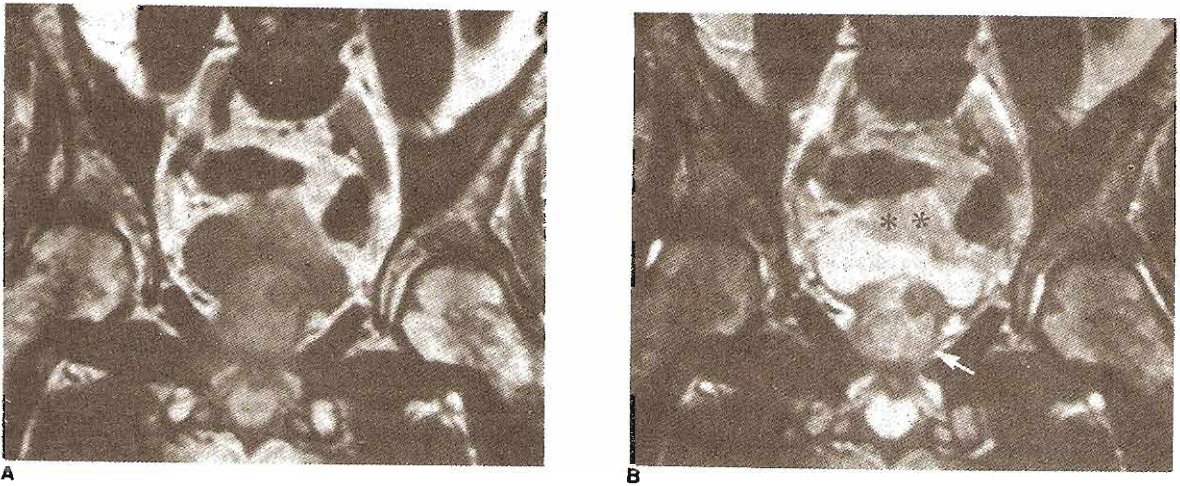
Una IRM de carcinoma vesical invasivo A: Imagen T1 intensa; B: Imagen T2 intensa. La invasión de la pared vesical se valora mejor en imágenes T2 intensas debido al mayor contraste entre tumor (asterisco) y el músculo constrictor además de la capacidad para detectar interrupciones de la línea delgada de alta intensidad que corresponde a la pared vesical normal. La apariencia heterogénea de la próstata (flecha) en la imagen T2 intensa se debe a hipertrofia prostática benigna, confirmada en la cistectomía.
